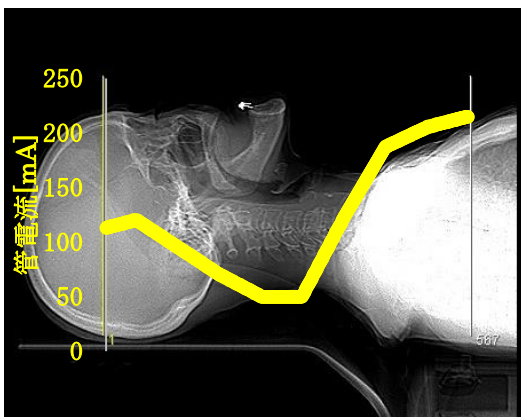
悪性腫瘍の評価目的の CT 検査 26.4 [mGy]
